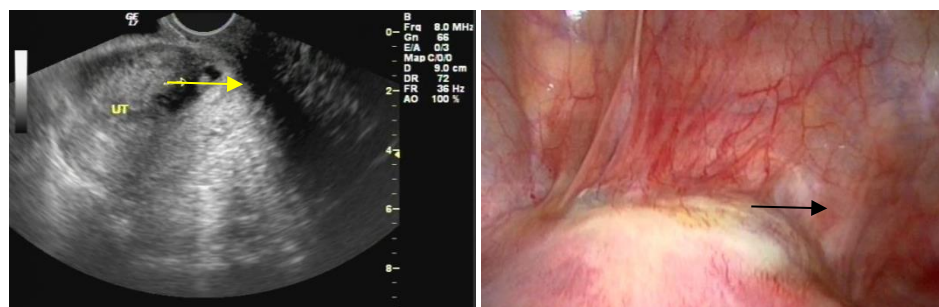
剖宫产瘢痕妊娠超声影像学表现图 2. 腹腔镜下剖宫产瘢痕妊娠表现
